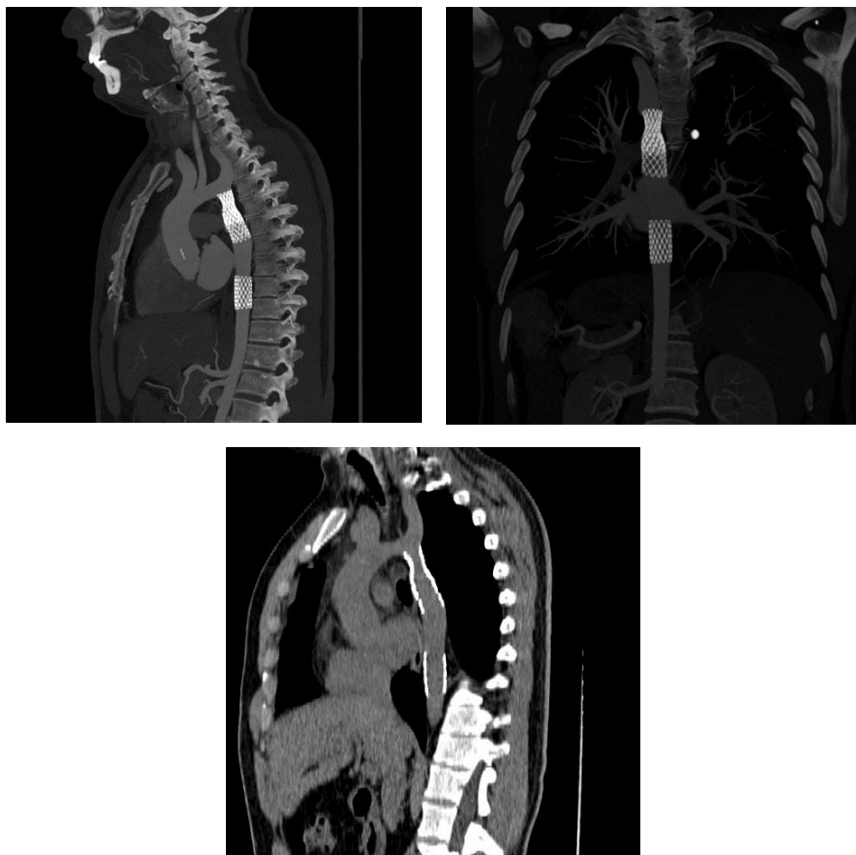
Angiotomografía en reconstrucciones multiplanares, que muestra la colocación adecuada de los stents y la permeabilidad de los mismos, en un paciente tratado por coartación aórtica istmica y en aorta descendente.
